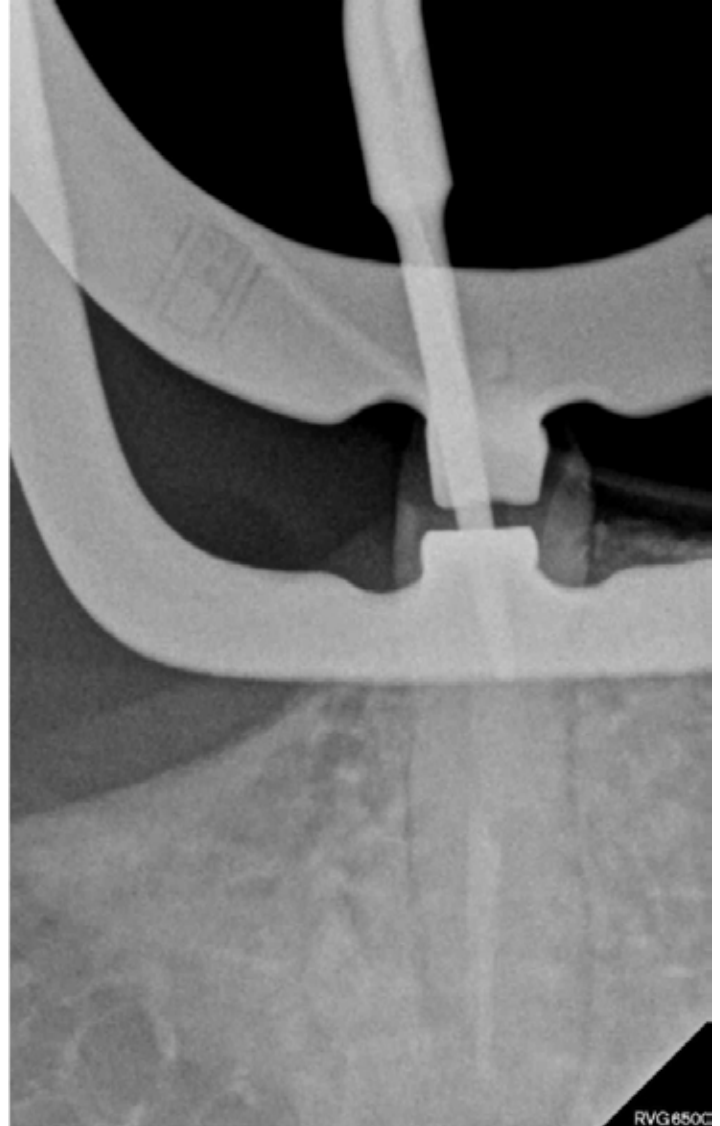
Radiografía con el inserto.
